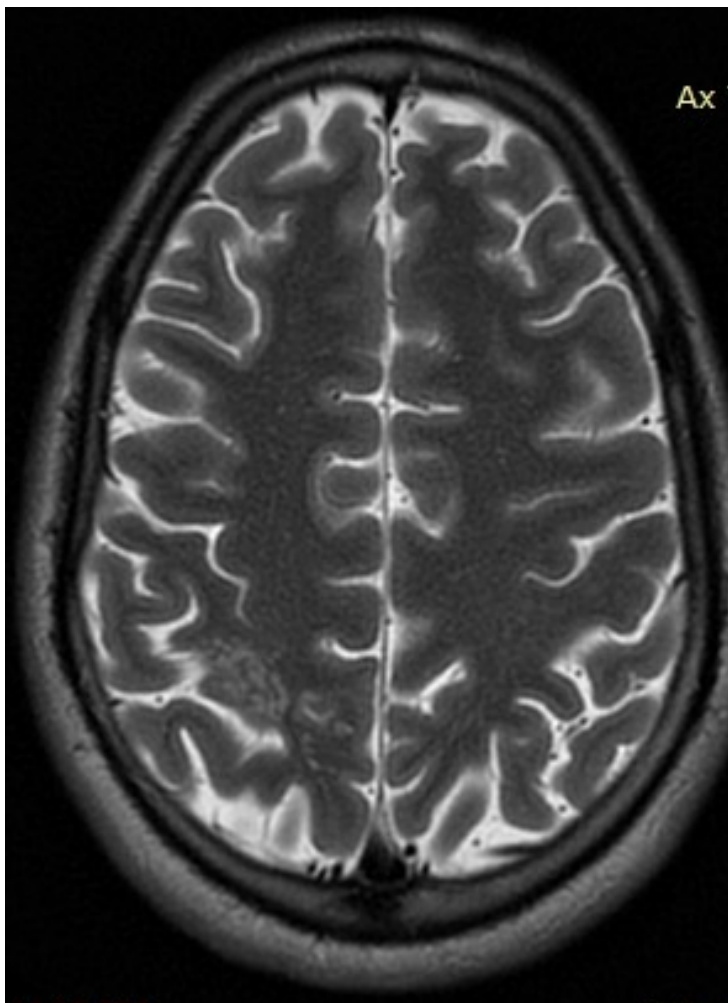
RM corte axial ponderada em T2 mostrando lesões subcorticais amorfas com
